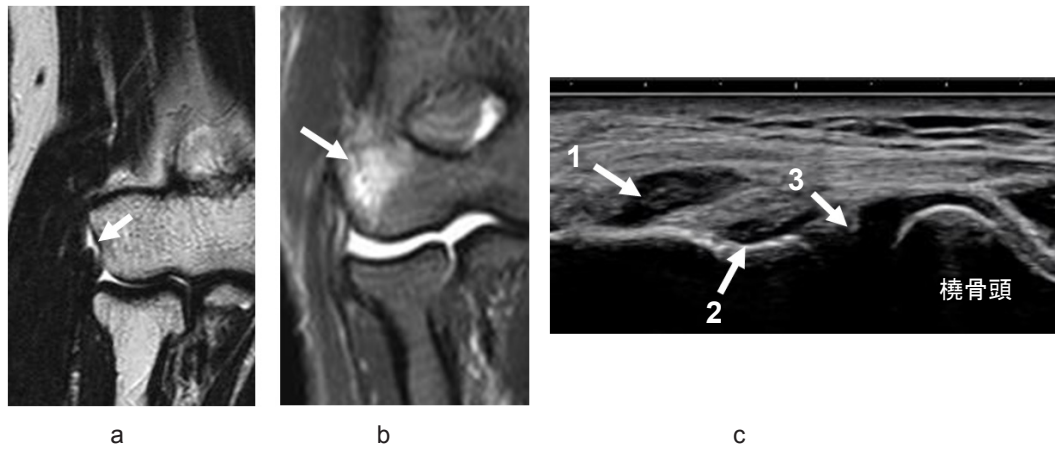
a.MRI：短橈側手根伸筋腱の付着部損傷（→）
